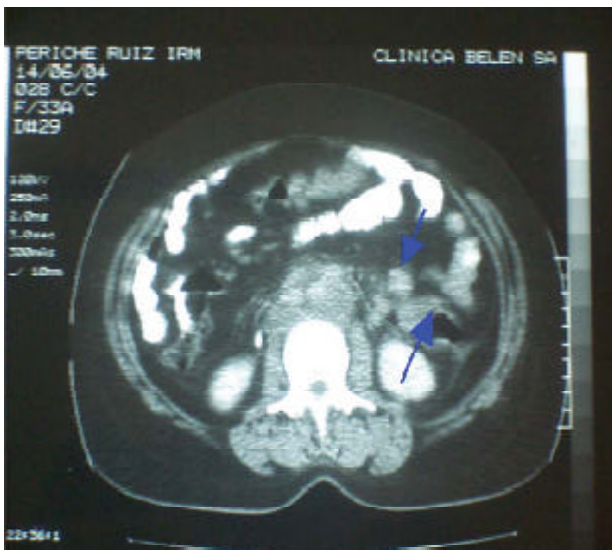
TAC Abdominal: Tumoración de colon descendente. Pequeñas adenopatías en espacio renoaórtico izquierdo.
